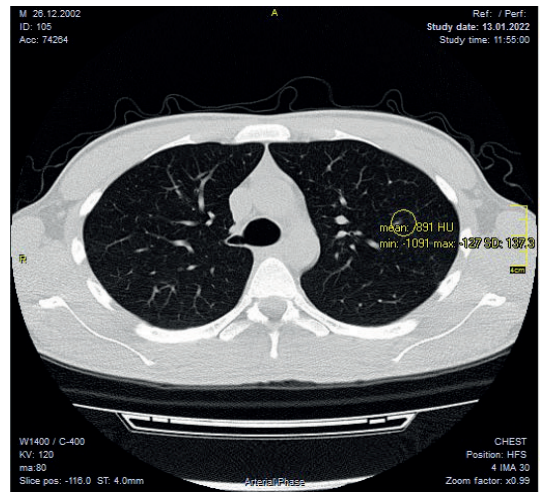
Аксіальний зріз КТ хворого М. з денситометричними показниками на тому ж рівні в постковідному періоді (через 1 рік після першого дослідження).
